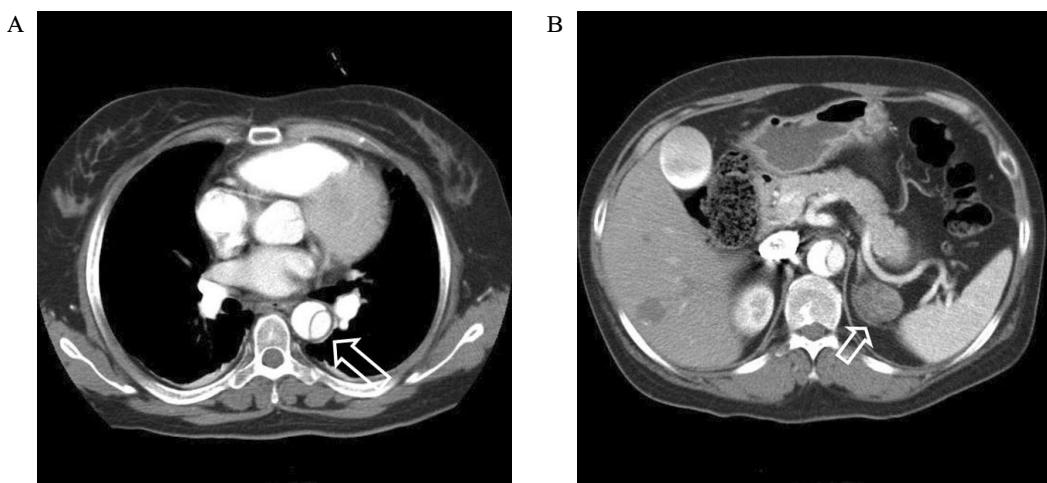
Computed tomographic scans showing a Stanford type B aortic dissection of descending aorta (A), and left adrenal tumor 30 mm in diameter (B).
